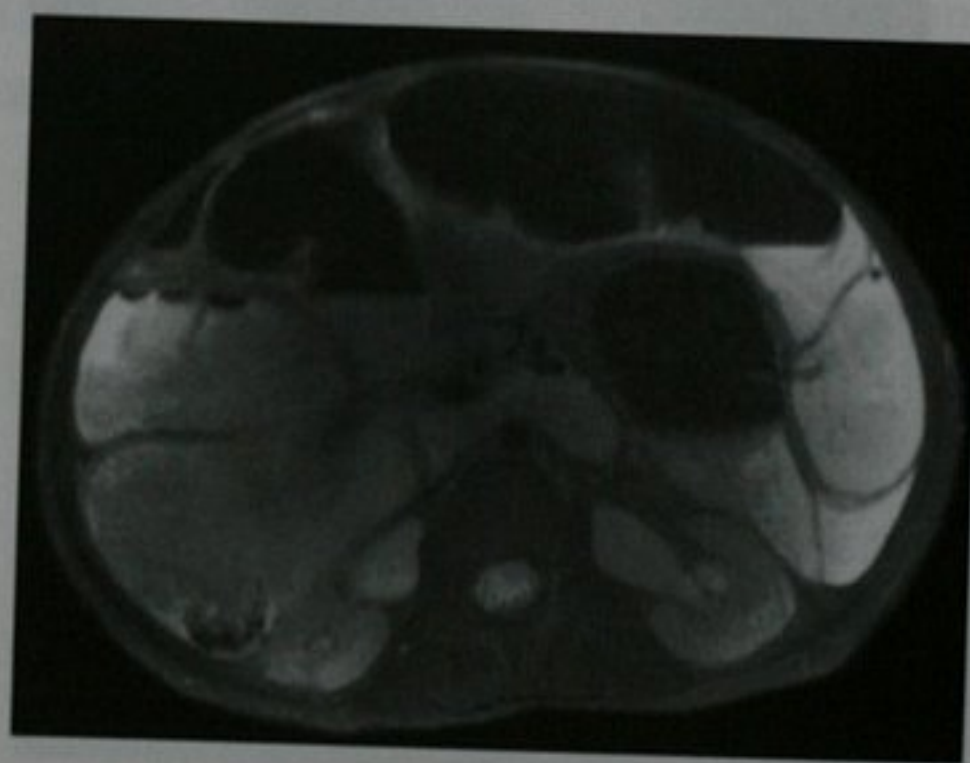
MRI 腹部 T2WI 横断位显示慢性小肠假性梗阻患者的小肠广泛扩张。这个表现在很多年的很多次检查保持稳定
